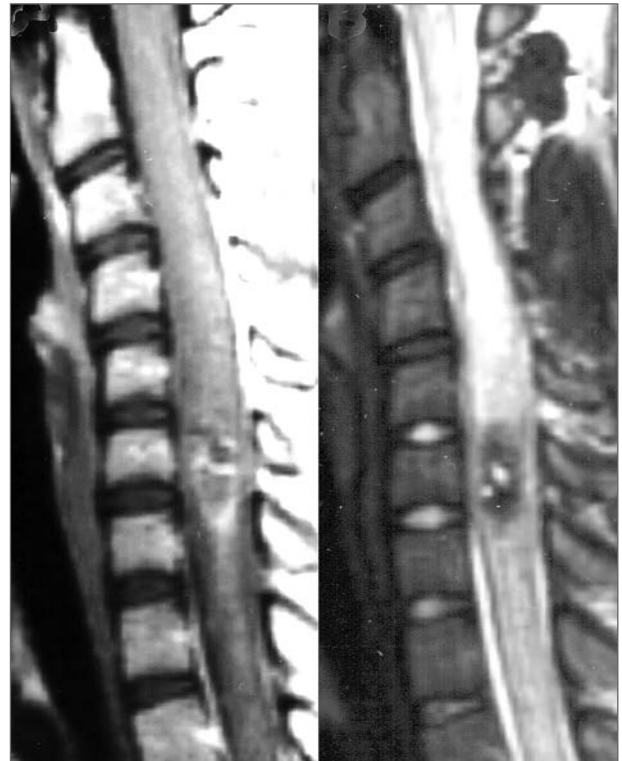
МРТ больного с гемангиомой Th2 с экспансией тела и распространением мальформации в позвоночный канал
